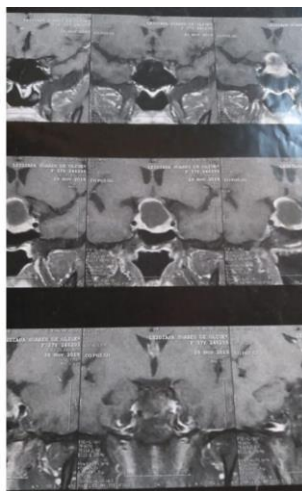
RM pré-operatória
